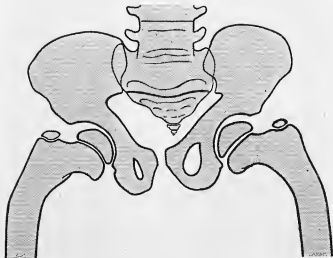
Coxa vara rachitique. L'angle cervico-diaphysaire n'est pas très fermé. Il a environ 90°. L'inflexion en arrière du col (que la radiographie de profil peut mettre en évidence) est très marquée, d'où rotation externe très forte du membre. La diaphyse est incurvée en varum. Remarquer la forme très caractéristique en « triangle » du détroit supérieur.
